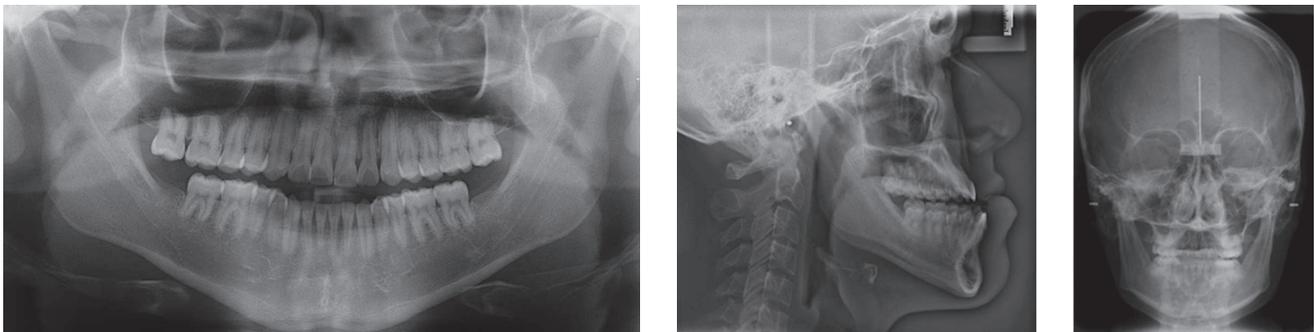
Radiografías iniciales: ortopantomografía, radiografía lateral y postero-anterior de cráneo.
